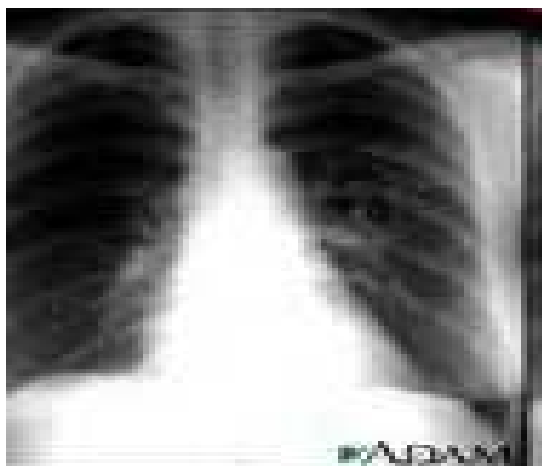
Оглядова рентгенограма. Кокцидоїдомікоз легень
